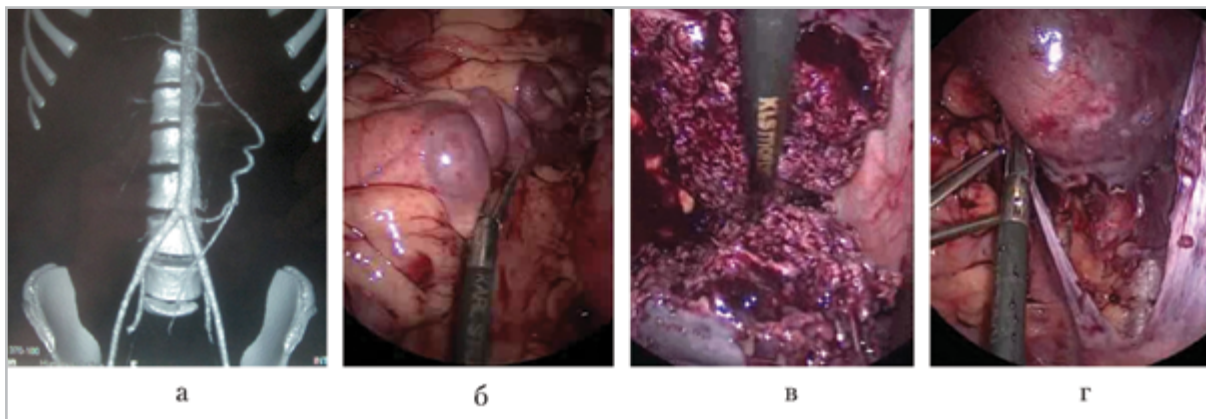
Результаты обследования и лечения: а — КТ: определяется извитость селезеночной артерии; б — интраоперационное фото: извитые селезеночные сосуды; в — интраоперационное фото: линия резекции селезенки; г — интраоперационное фото: погружение культи селезенки в ретроперитонеальный «карман»
